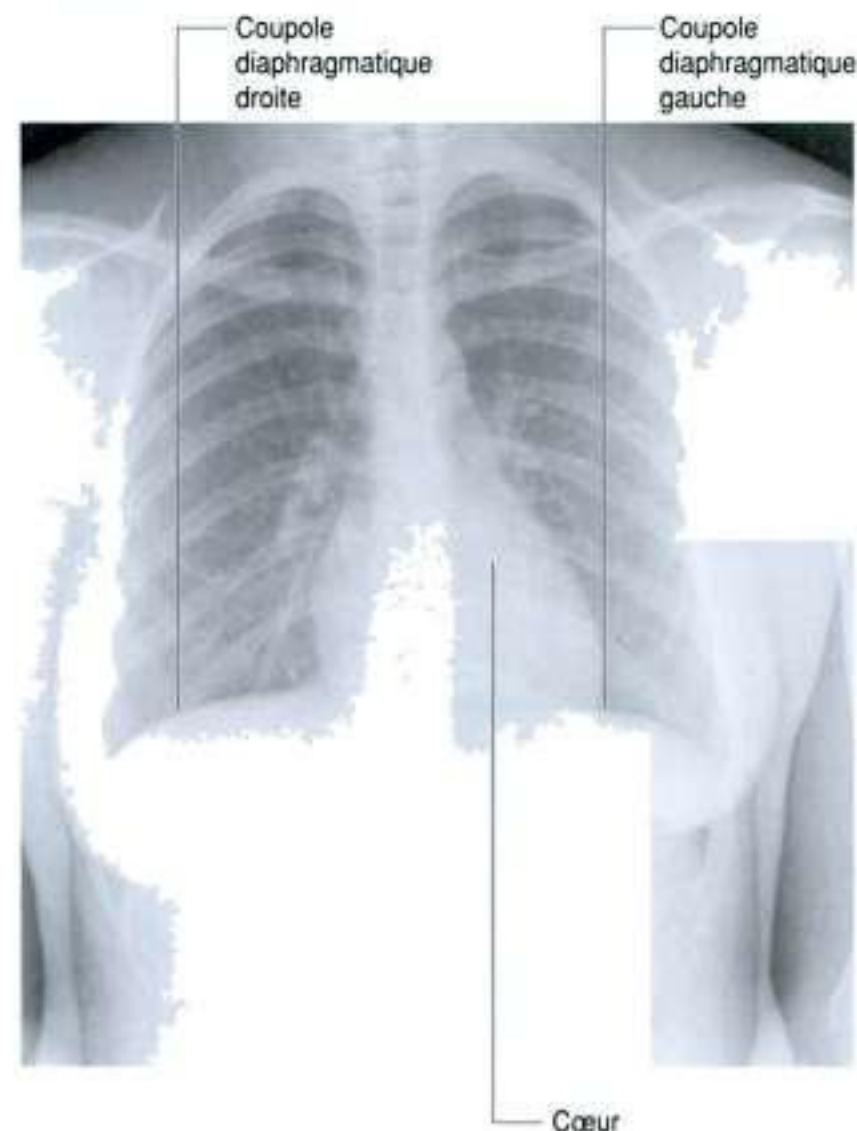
Coupes droite et gauche du diaphragme. Radiographie de thorax.
